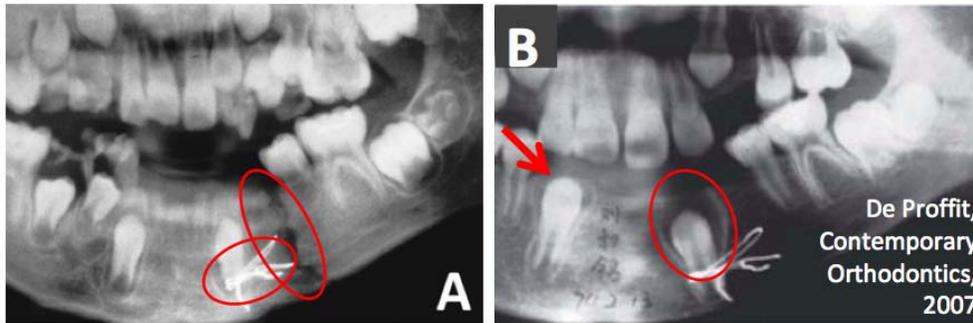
(52) : Radiographie panoramique mettant en évidence un chemin d'éruption bien visible
